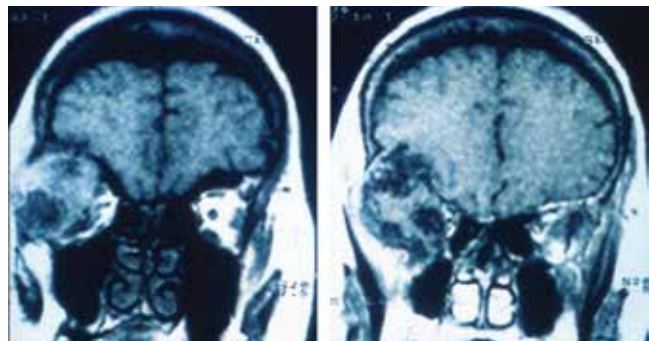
МРТ аденокарциномы слезной железы, проросшей в полость черепа с поражением головного мозга
